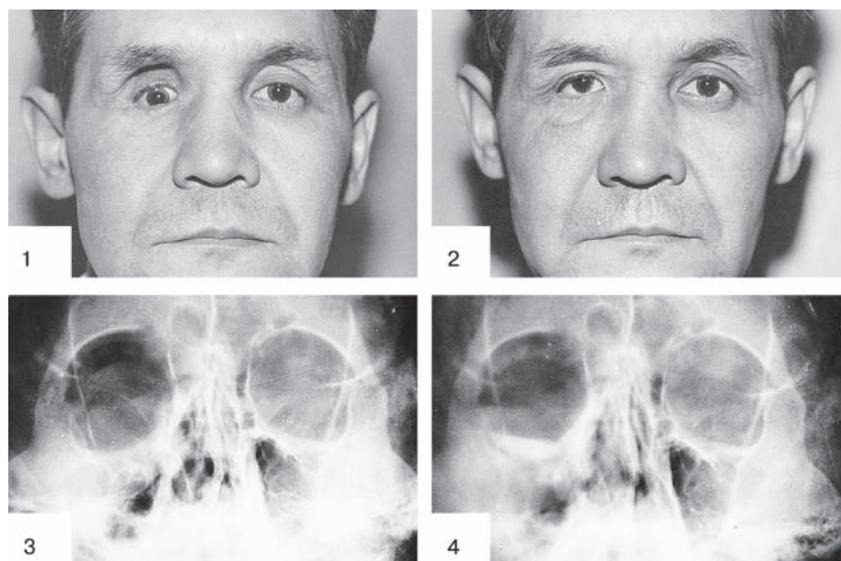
Больной К. Перелом наружной, нижней и внутренней стенок правой глазницы: 1 — до операции: экзофтальм, опущение правого глазного яблока; 2 — после операции: простая поднадкостничная орбитотомия, пластика нижней и внутренней стенок глазницы имплантом из гидроксиапатита; 3 — рентгенограмма больного до операции: деформация правой глазницы, расширение орбитоокулярного пространства, снижение воздушности правой верхнечелюстной пазухи; 4 — рентгенограмма больного после операции: видны импланты в области нижней стенки и нижневнутреннего угла правой глазницы.
